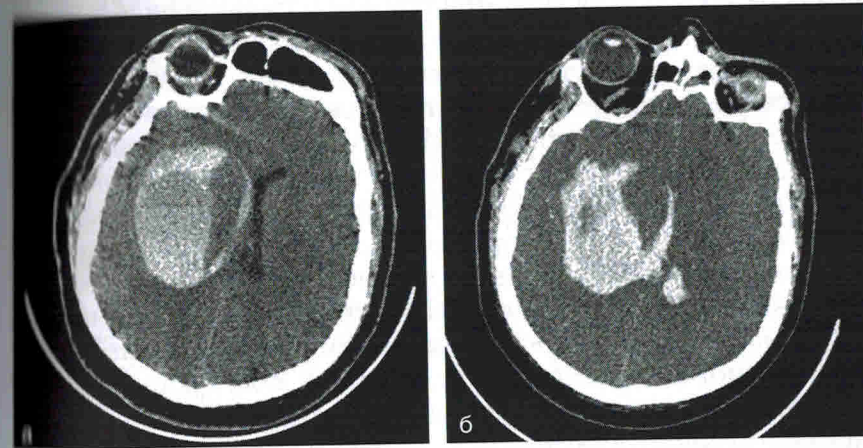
Компьютерная томография головного мозга пациента Г. при развитии неврологического дефицита (а) и через 1 нед (б) демонстрирует эволюцию крупной подкорковой гетерогенной (виден уровень крови) гипокоегуляторной гематомы с развитием тотального отека обоих полушарий головного мозга и дислокационного синдрома
